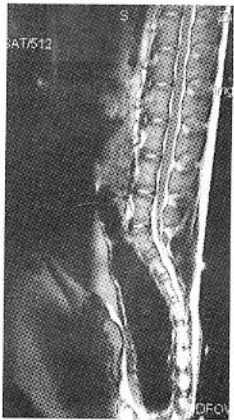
家猪 IDET 术后即时 MRI T2W L3-4、L4-5 间隙及脊髓未见异常信号
